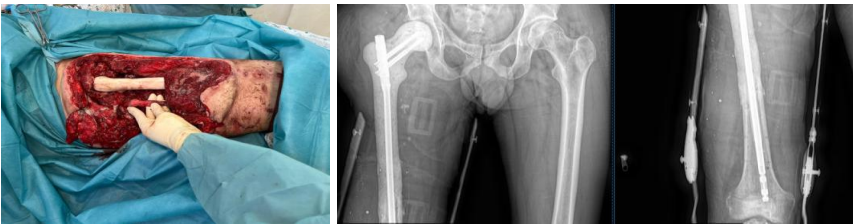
Імплантація спейсера та рентгенконтроль після імплантації.
